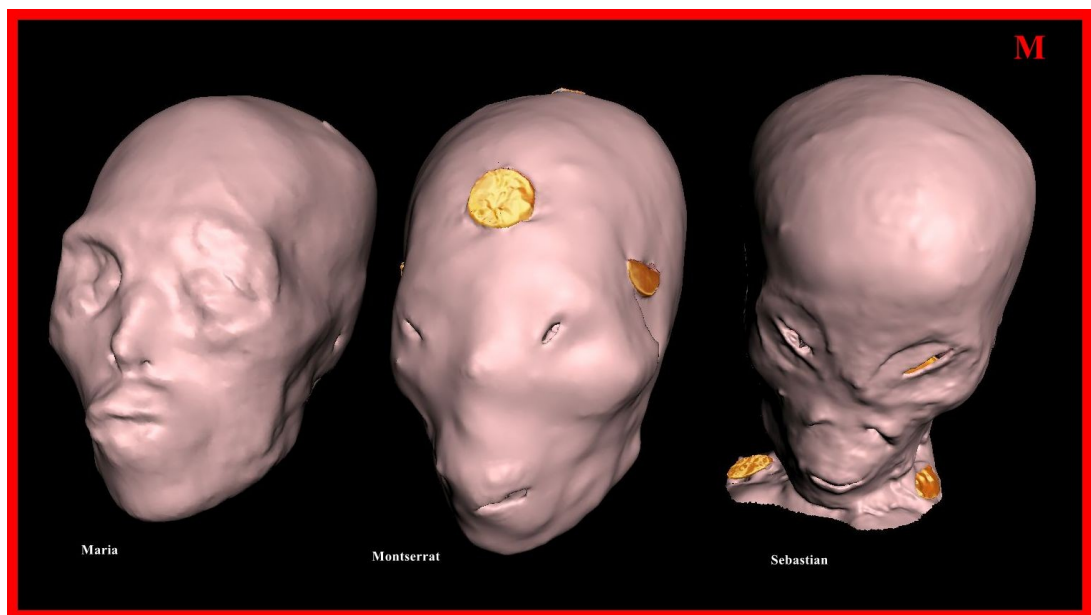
TC 3D que muestra amplias variaciones en los rasgos faciales de los tridáctilos tipo M. Nótese la ausencia de pabellones auriculares externos, párpados oblicuos y variaciones en la nariz y las fosas nasales.
